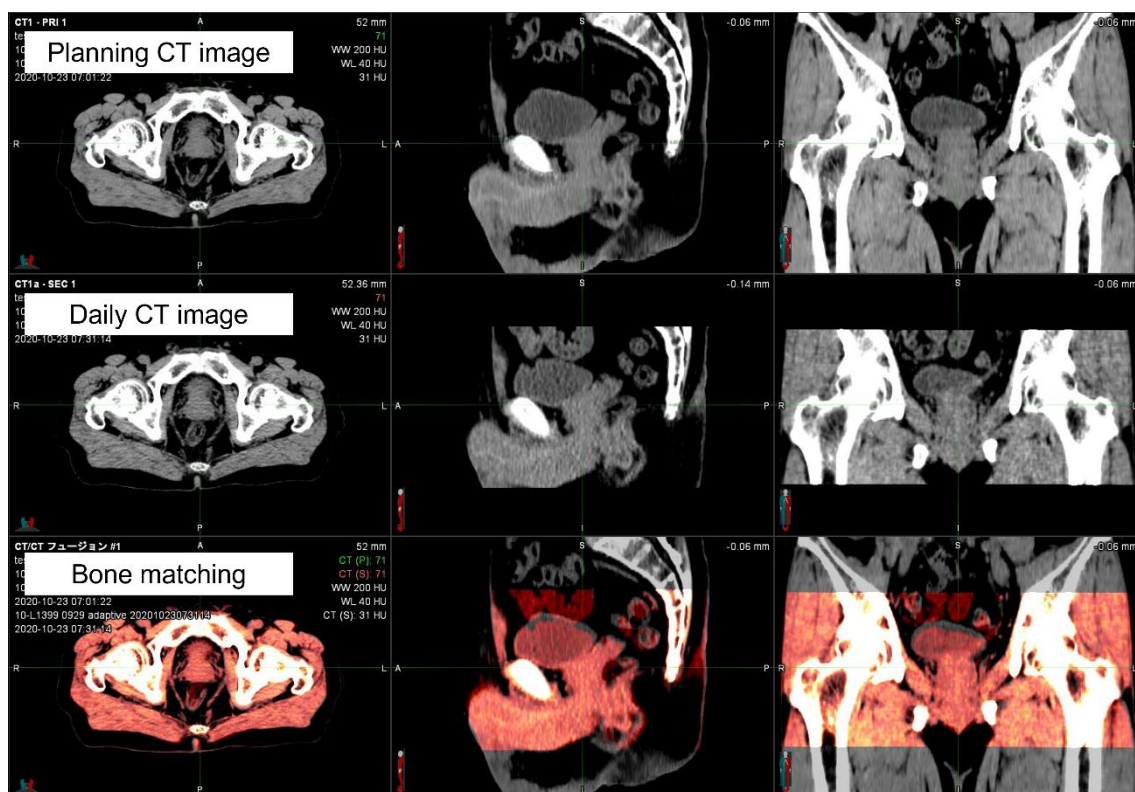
RIR 機能を実行して計画用 CT 画像と daily CT 画像を 6 軸で骨構造を位置させる様子
